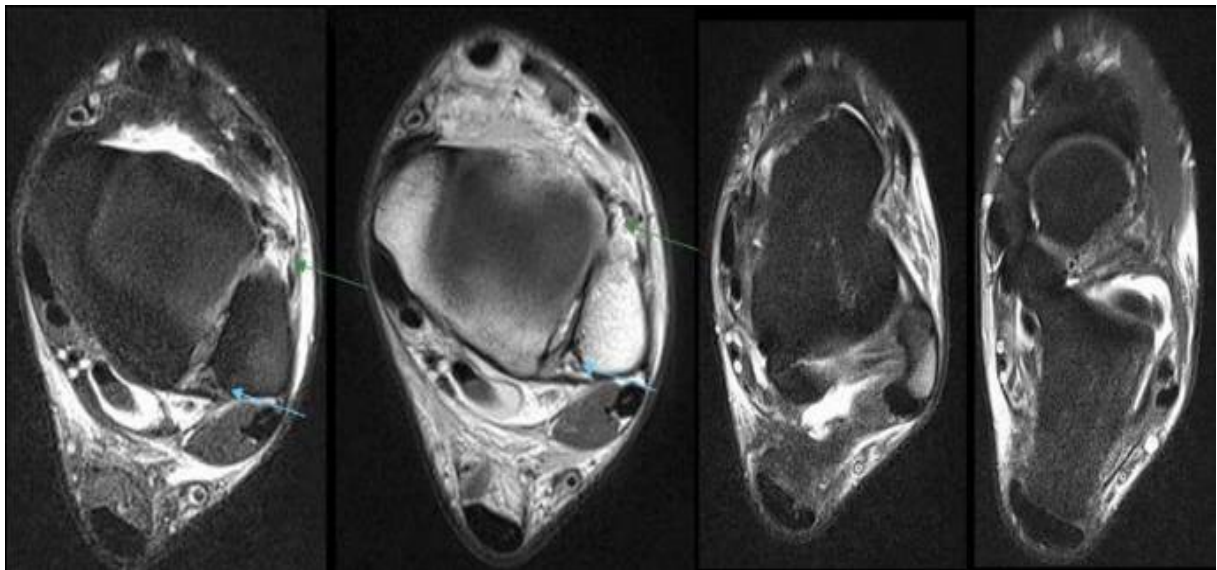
Clichés d'arthro-IRM montrant la rupture du ligament tibio-fibulaire antérieur distal (flèche en vert) sans lésion du ligament postérieur (flèche en bleu).[59].
